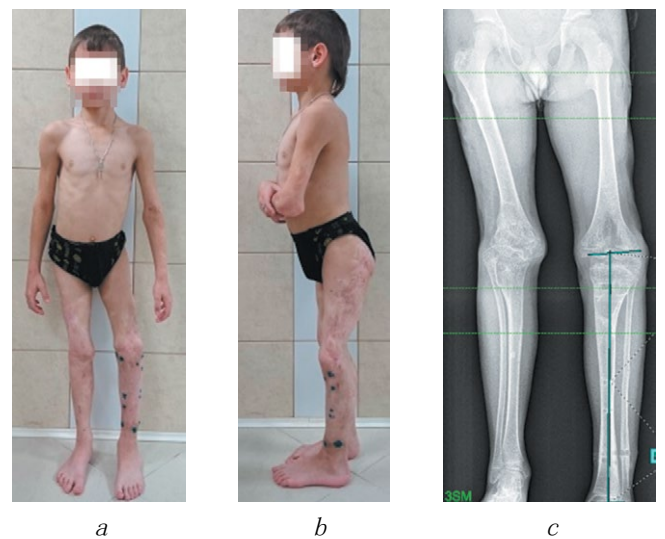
K. 病人在治疗结束后的下肢照片 (a、b) 及X线片 (c)。右膝外翻畸形复发，左膝关节残留内翻畸形
